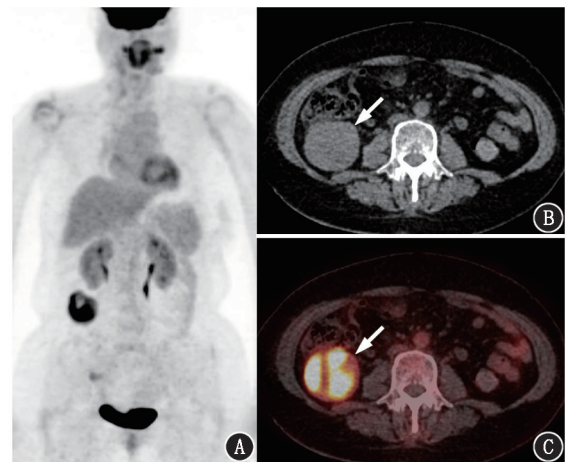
胃肠道间质瘤患者(女,54岁)¹⁸F-FDG PET/CT显像图(箭头示病灶)。A. MIP图可见右侧腹部团块状代谢增高灶; B, C.横断层PET/CT图像及同机CT示升结肠后方代谢异常增高的软组织密度肿物
